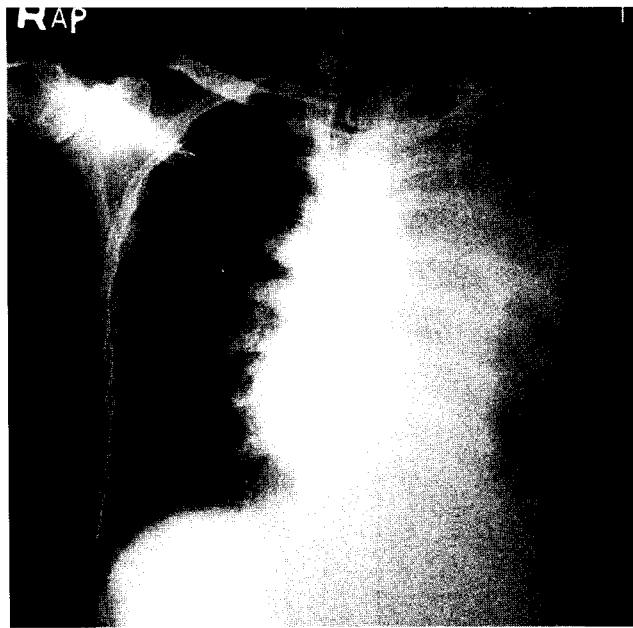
Preoperative chest x-ray and computed tomogram showing multi-loculated empyema.
